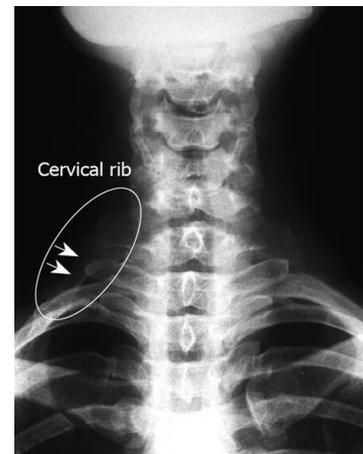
Rappresentazione anatomica e radiografica della costa sovra-numeraria a livello cervicale
